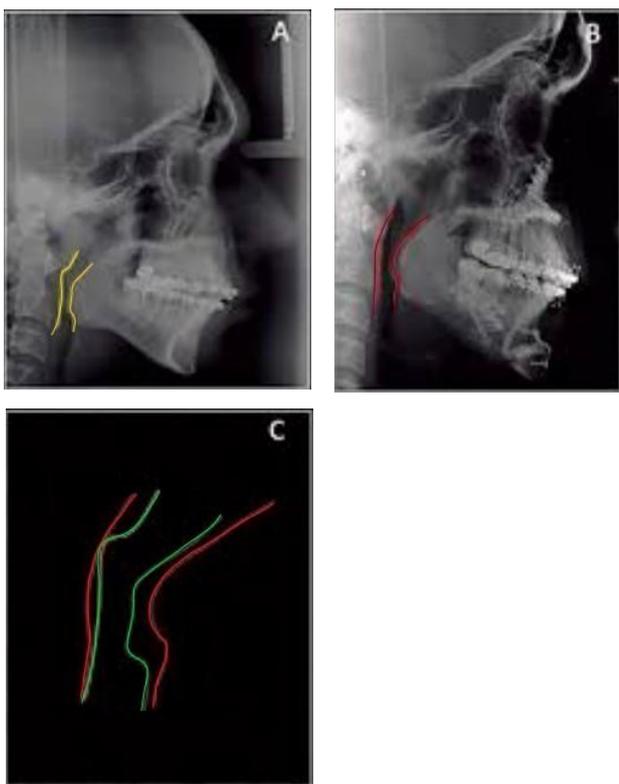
5A- Telerradiografia do pré-operatório indicando estreitamento das VAS. 5B - Telerradiografia do mesmo paciente após avanço bimaxilar mostrando considerável aumento do espaço aéreo. 5C - Comparação entre as vias aéreas de antes e depois da cirurgia ortognática.
